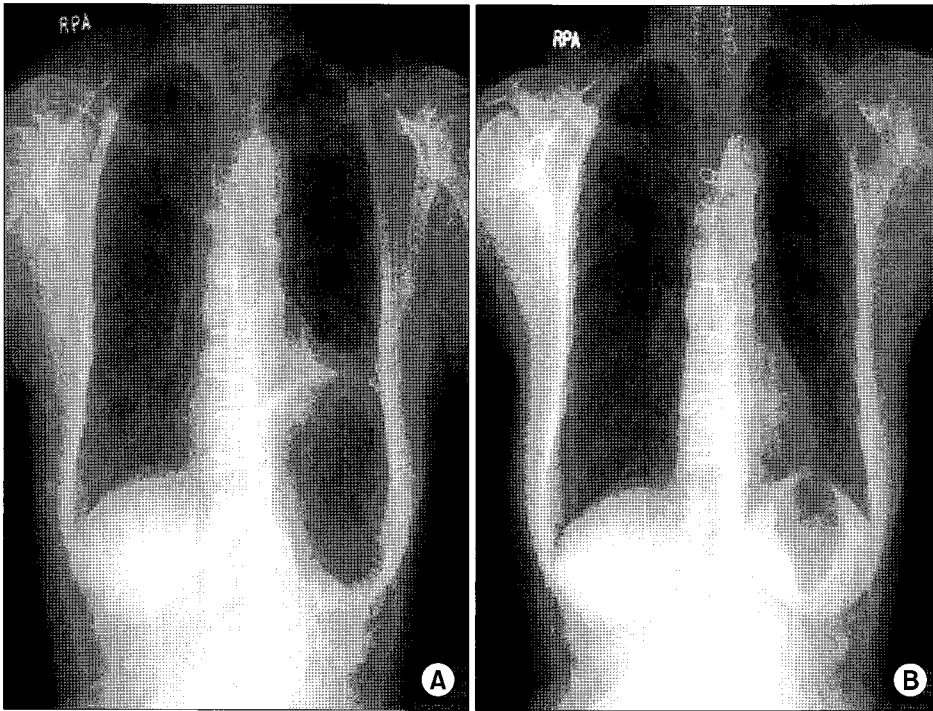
Immediate postoperative chest roentgenogram shows the left hemidiaphragm elevation (A) and follow up image taken after 7 months reveals the elevation is diminished (B).
